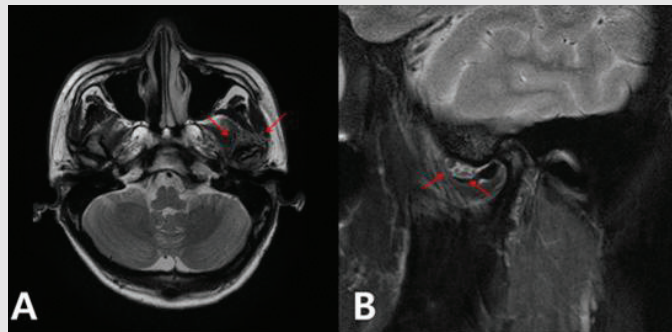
MRI T2-wighted image. (A) Axial view. (B) Sagittal view. Multiple low signal intensity and effusion was noted in the superior compartment of temporomandibular joint (red arrow)
